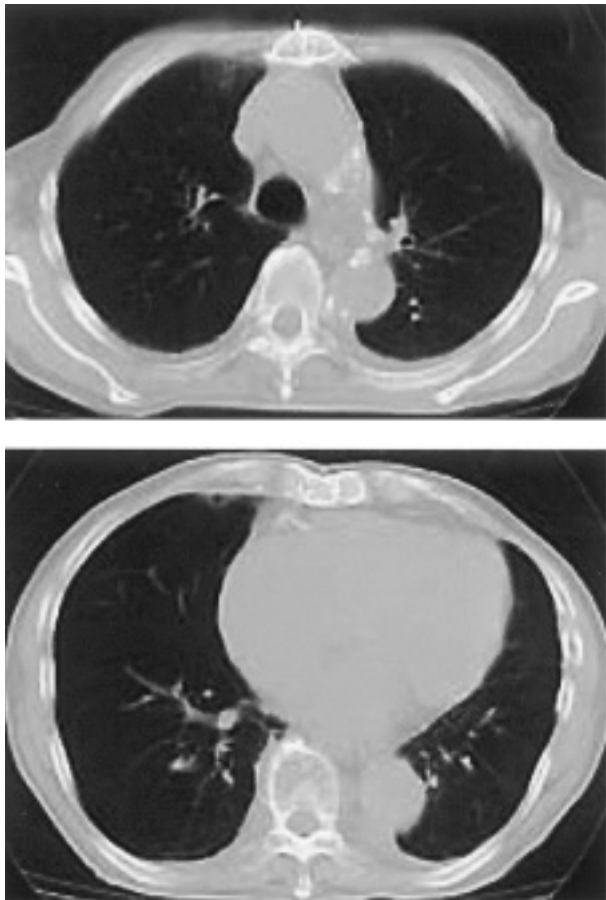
胸部 CT 所見 (2006 年 11 月).
